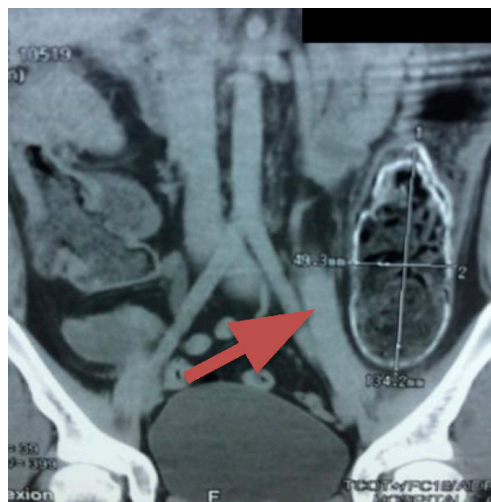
Tomografía en corte coronal con contraste donde se observa presencia de masa que corresponde a un presunto fecaloma en colon descendente de aproximadamente 49.3*134.2 mm de dimensión.
